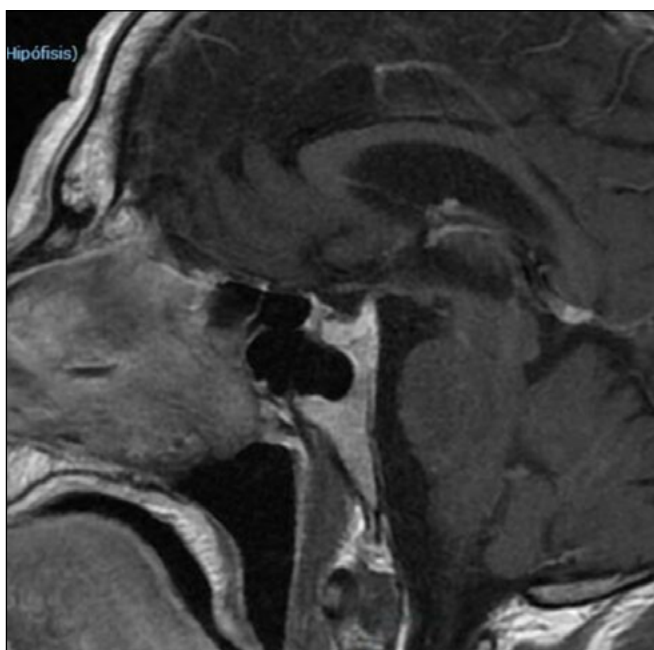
RMN craneal en corte sagital sin hallazgos relevantes.
